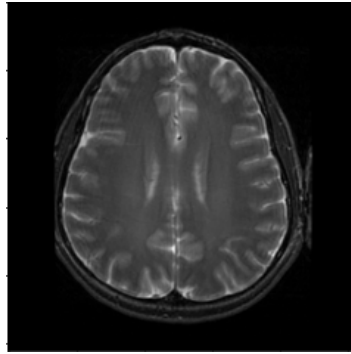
Imagem de ressonância magnética cerebral original retirado do banco de dados BIRN.
